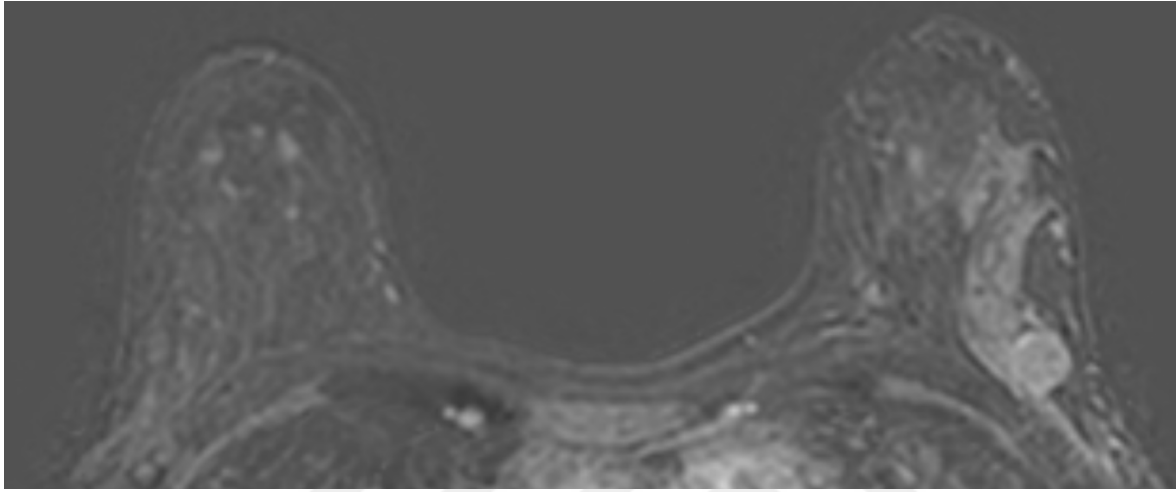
NAKT sonrası cerrahi öncesi 22.12.23 tarihli nihai MRG dinamik kontrastlı seride radyolojik parsiyel yanıt görülüyor.
